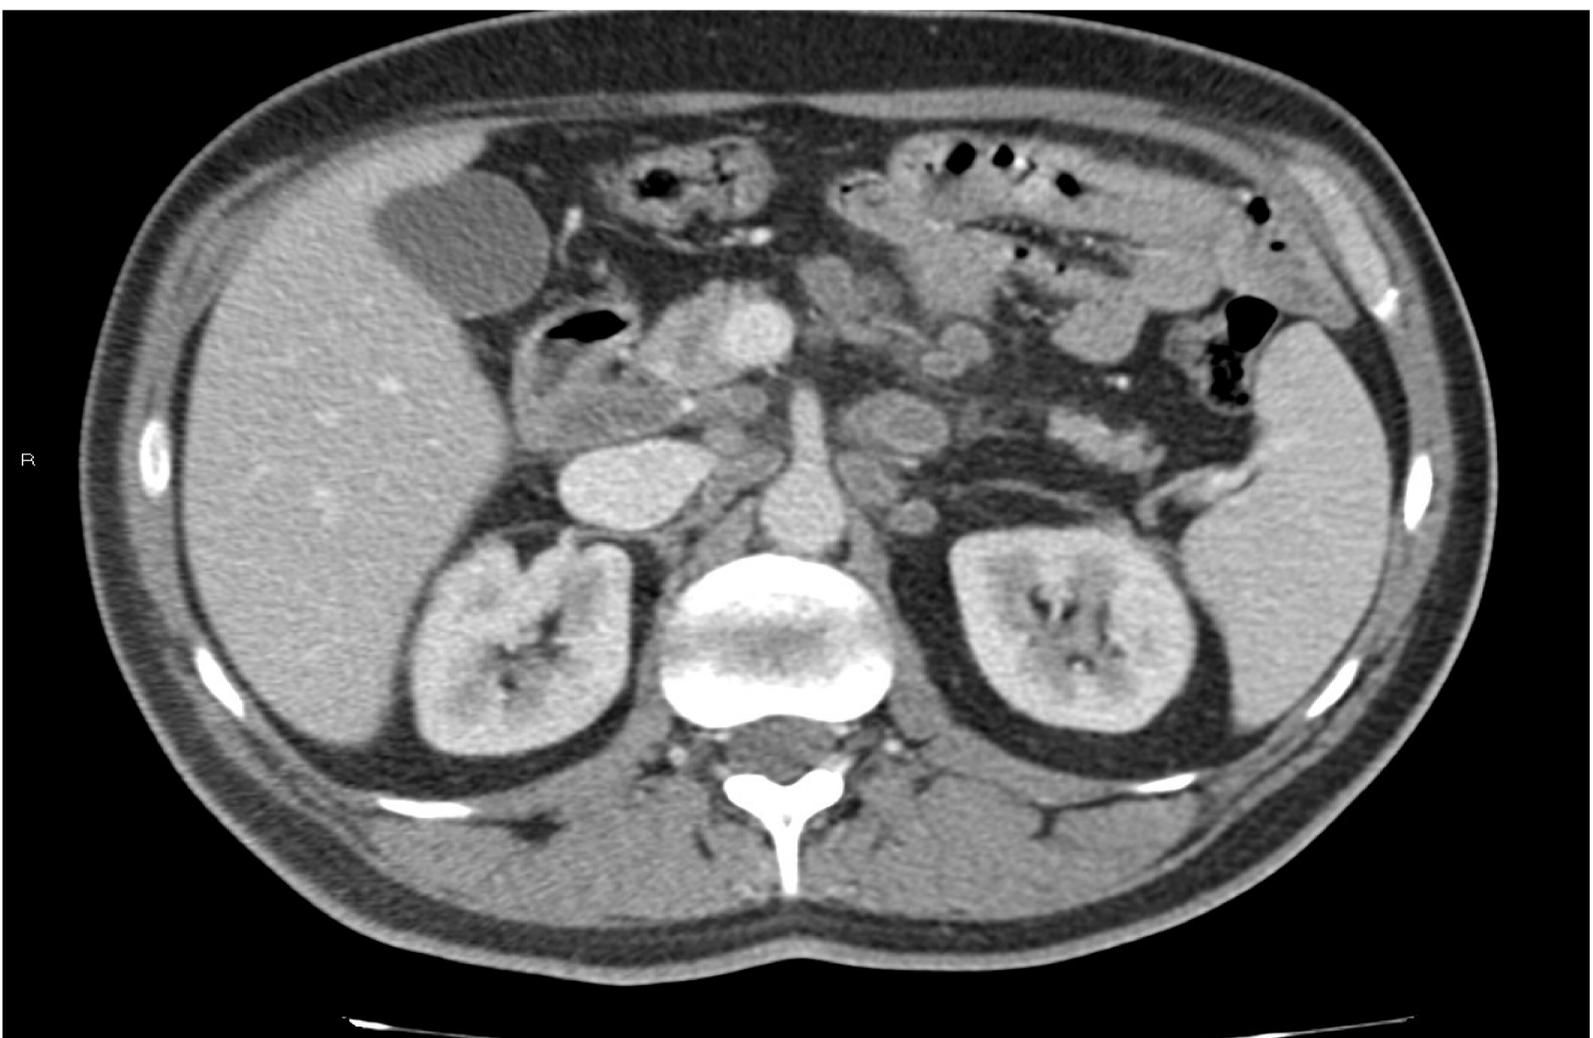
Linfadenitis tuberculosa. Corte axial de TC con contraste demuestra numerosos ganglios periaórticos y mesentéricos aumentados de tamaño con captación periférica y atenuación central.
